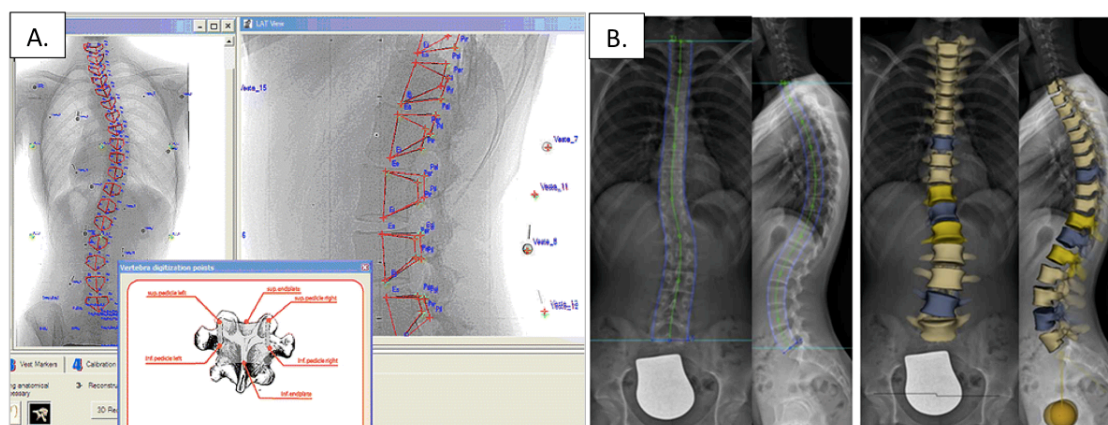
Technique de reconstruction 3D du rachis : A. technique basée sur des radiographies standards (Kadoury et al., 2007), B. technique basée sur les radiographies du système EOS (Humbert et al., 2009)
